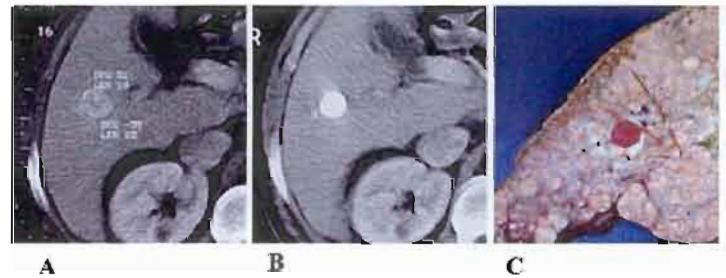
Quimioembolización de hepatocarcinoma en hígado cirrótico. A- Tomografía computada: hepatocarcinoma asociado a cirrosis. Paciente en lista de espera para trasplante hepático. B- Control postquimioembolización luego de 1 año: muestra excelente respuesta con reducción de tamaño tumoral. C- Pieza quirúrgica del hígado explantado: cirrosis hepática y necrosis tumoral.
